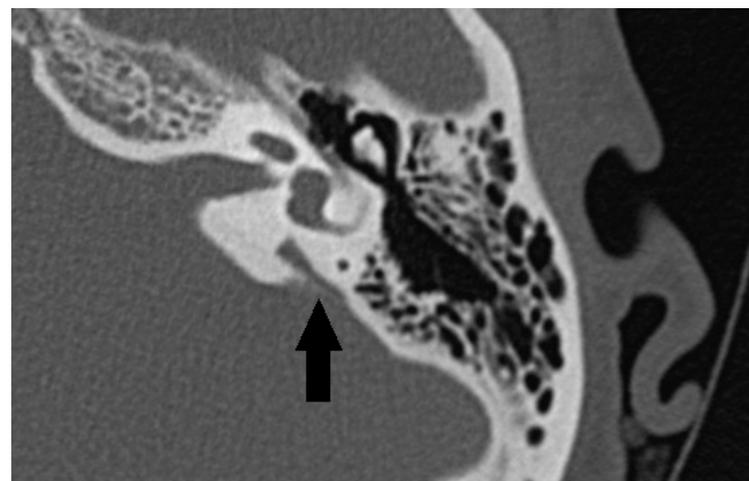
Corte axial TAC oído izquierdo donde se observa ensanchamiento del acueducto vestibular señalado con flechas.
